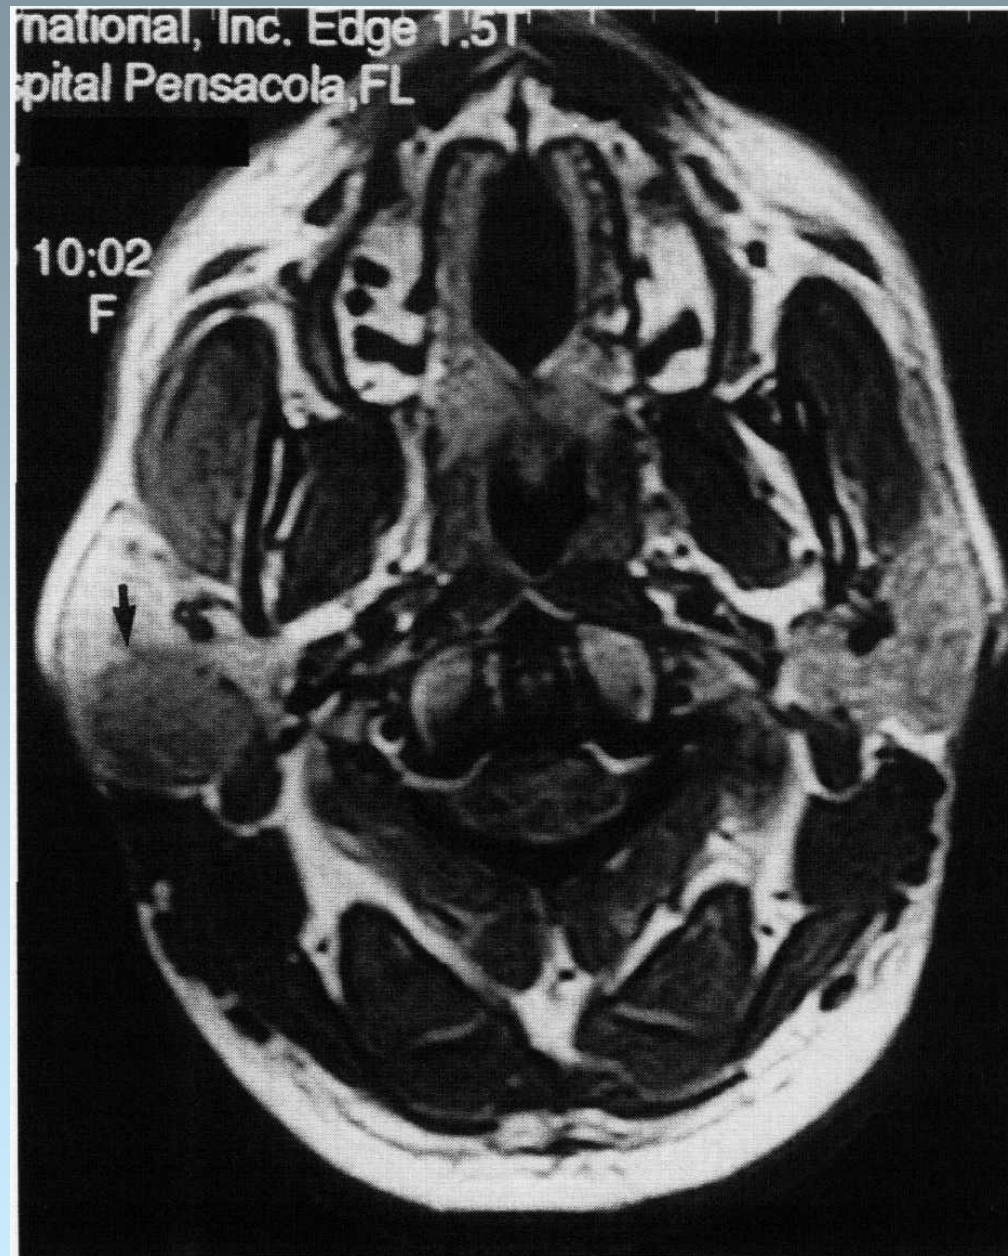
Magnetic resonance image of primary parotid lymphoma (arrow).
